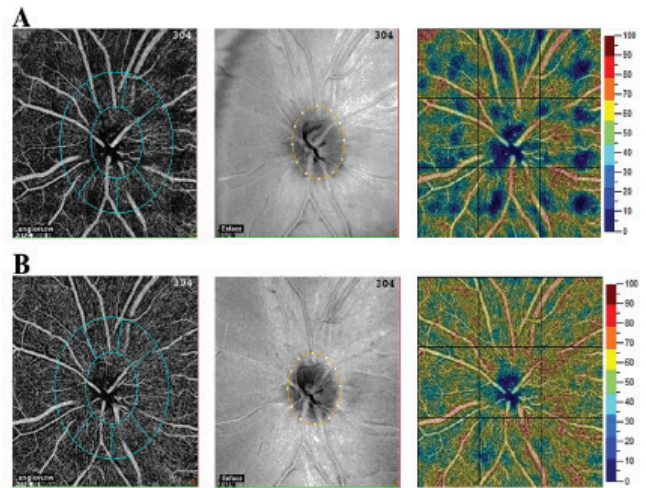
Peripapiller optik koherens tomografi anjiyografi ölçümünde vitreusta yüzün cisimlerin (kırmızı elips ile çevrelenmiş) etkisi
